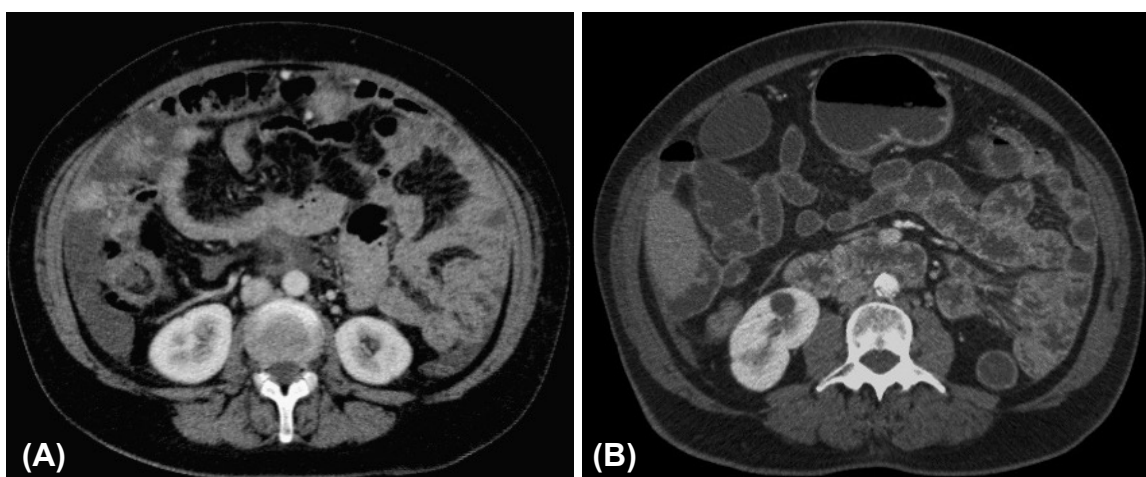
Cortes axiales comparativos de TC, para valorar la administración de contraste oral. (A) Representación de las asas intestinales colapsadas en un estudio de TC Convencional (TCC), se administró contraste oral a libre demanda. (B) Distensión de las asas intestinales en un estudio de Enterografía por TC (ETC), se administró contraste oral reglado.
